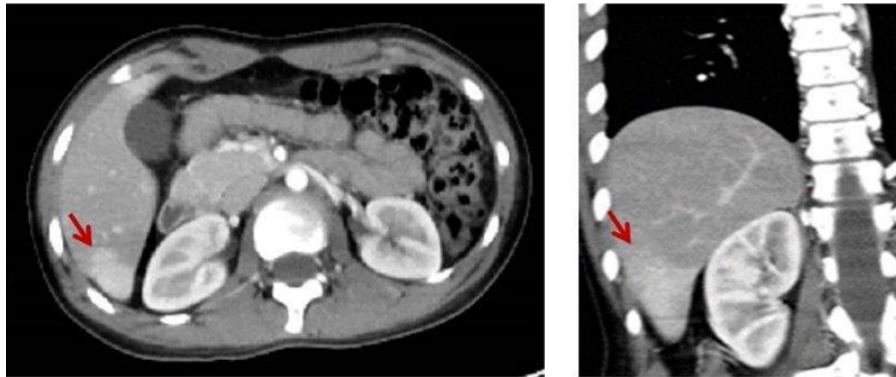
Tomografía axial computarizada de abdomen. Corte transversal (izquierdo) y corte coronal (derecho). Se observan dos zonas de realce parenquimatoso en el hígado (flechas) que miden 30 x 24 mm y 16 x 8 mm, con densidades medias entre 156-170 UH, posiblemente asociadas a lesiones focales de etiología vascular.
